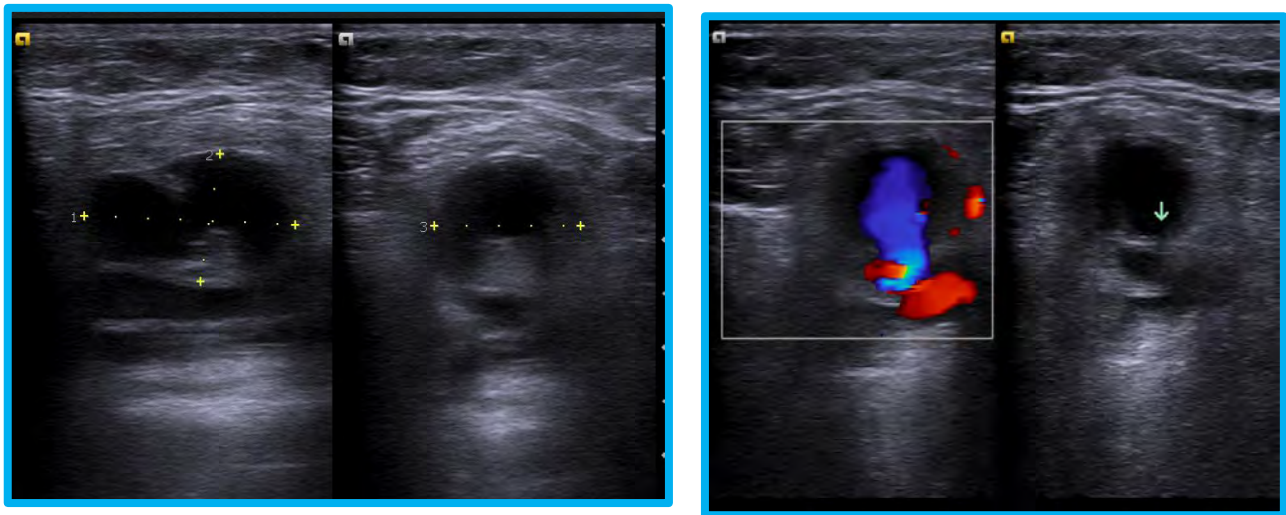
Colección anecoica anterior y medial a la arteria femoral común izquierda compatible con hematoma mayor a 5 cm. Adyacente a la colección se identifica imagen anecoica. Con modalidad Doppler color tiene flujo anterógrado y retrogrado en relación a pseudoaneurisma. La flecha verde indica el cuello pseudoaneurismático.
